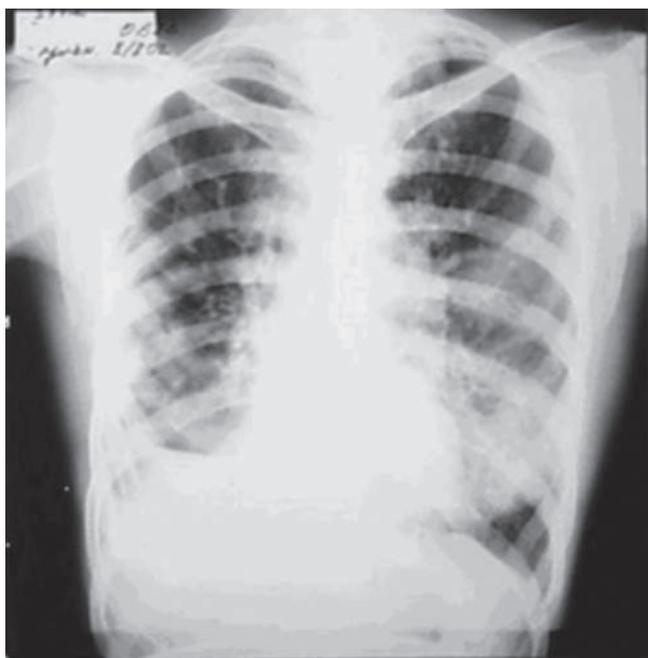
Рентгенограмма с выраженными диффузными бронхоэктазами и плевральными сращениями справа
